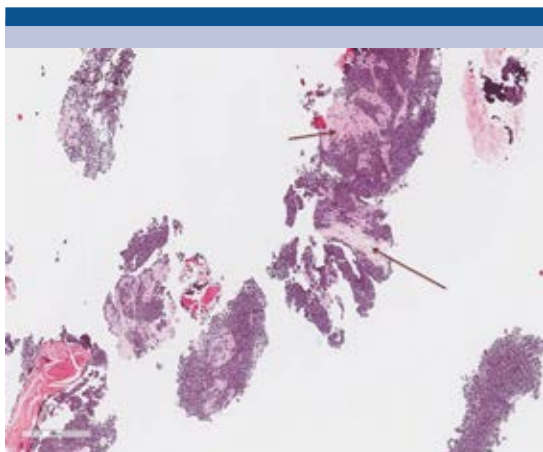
Producto de biopsia con aguja de corte guiada con ultrasonido, imagen histológica teñida con hematoxilina y eosina (aumento 2X): neoplasia maligna compuesta por sábanas de células hiper cromáticas inmersas en escaso tejido desmoplásico (flechas).
